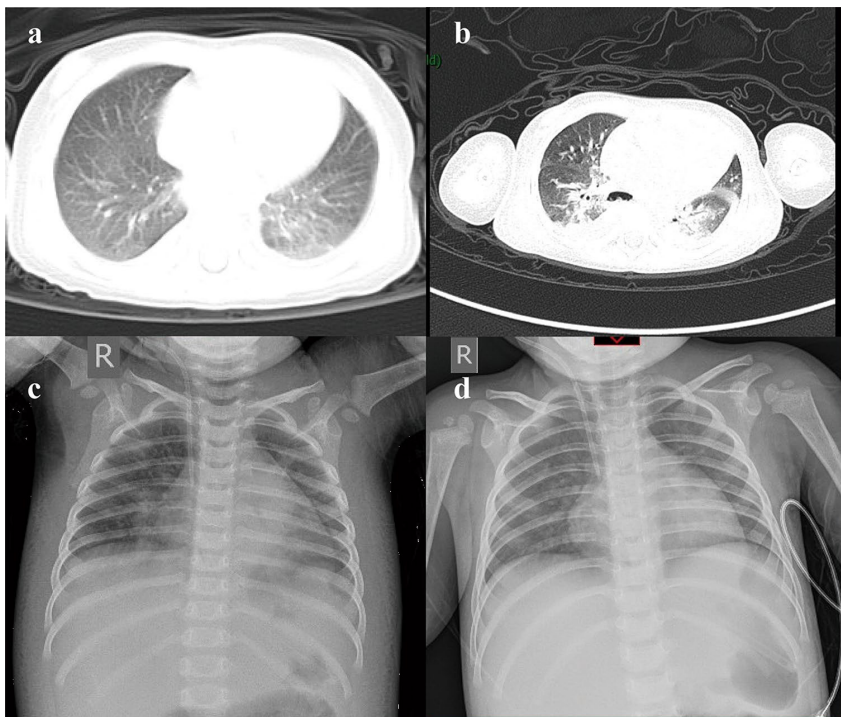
Комп'ютерна томограма та рентгенограма органів грудної клітки пацієнта 2.
